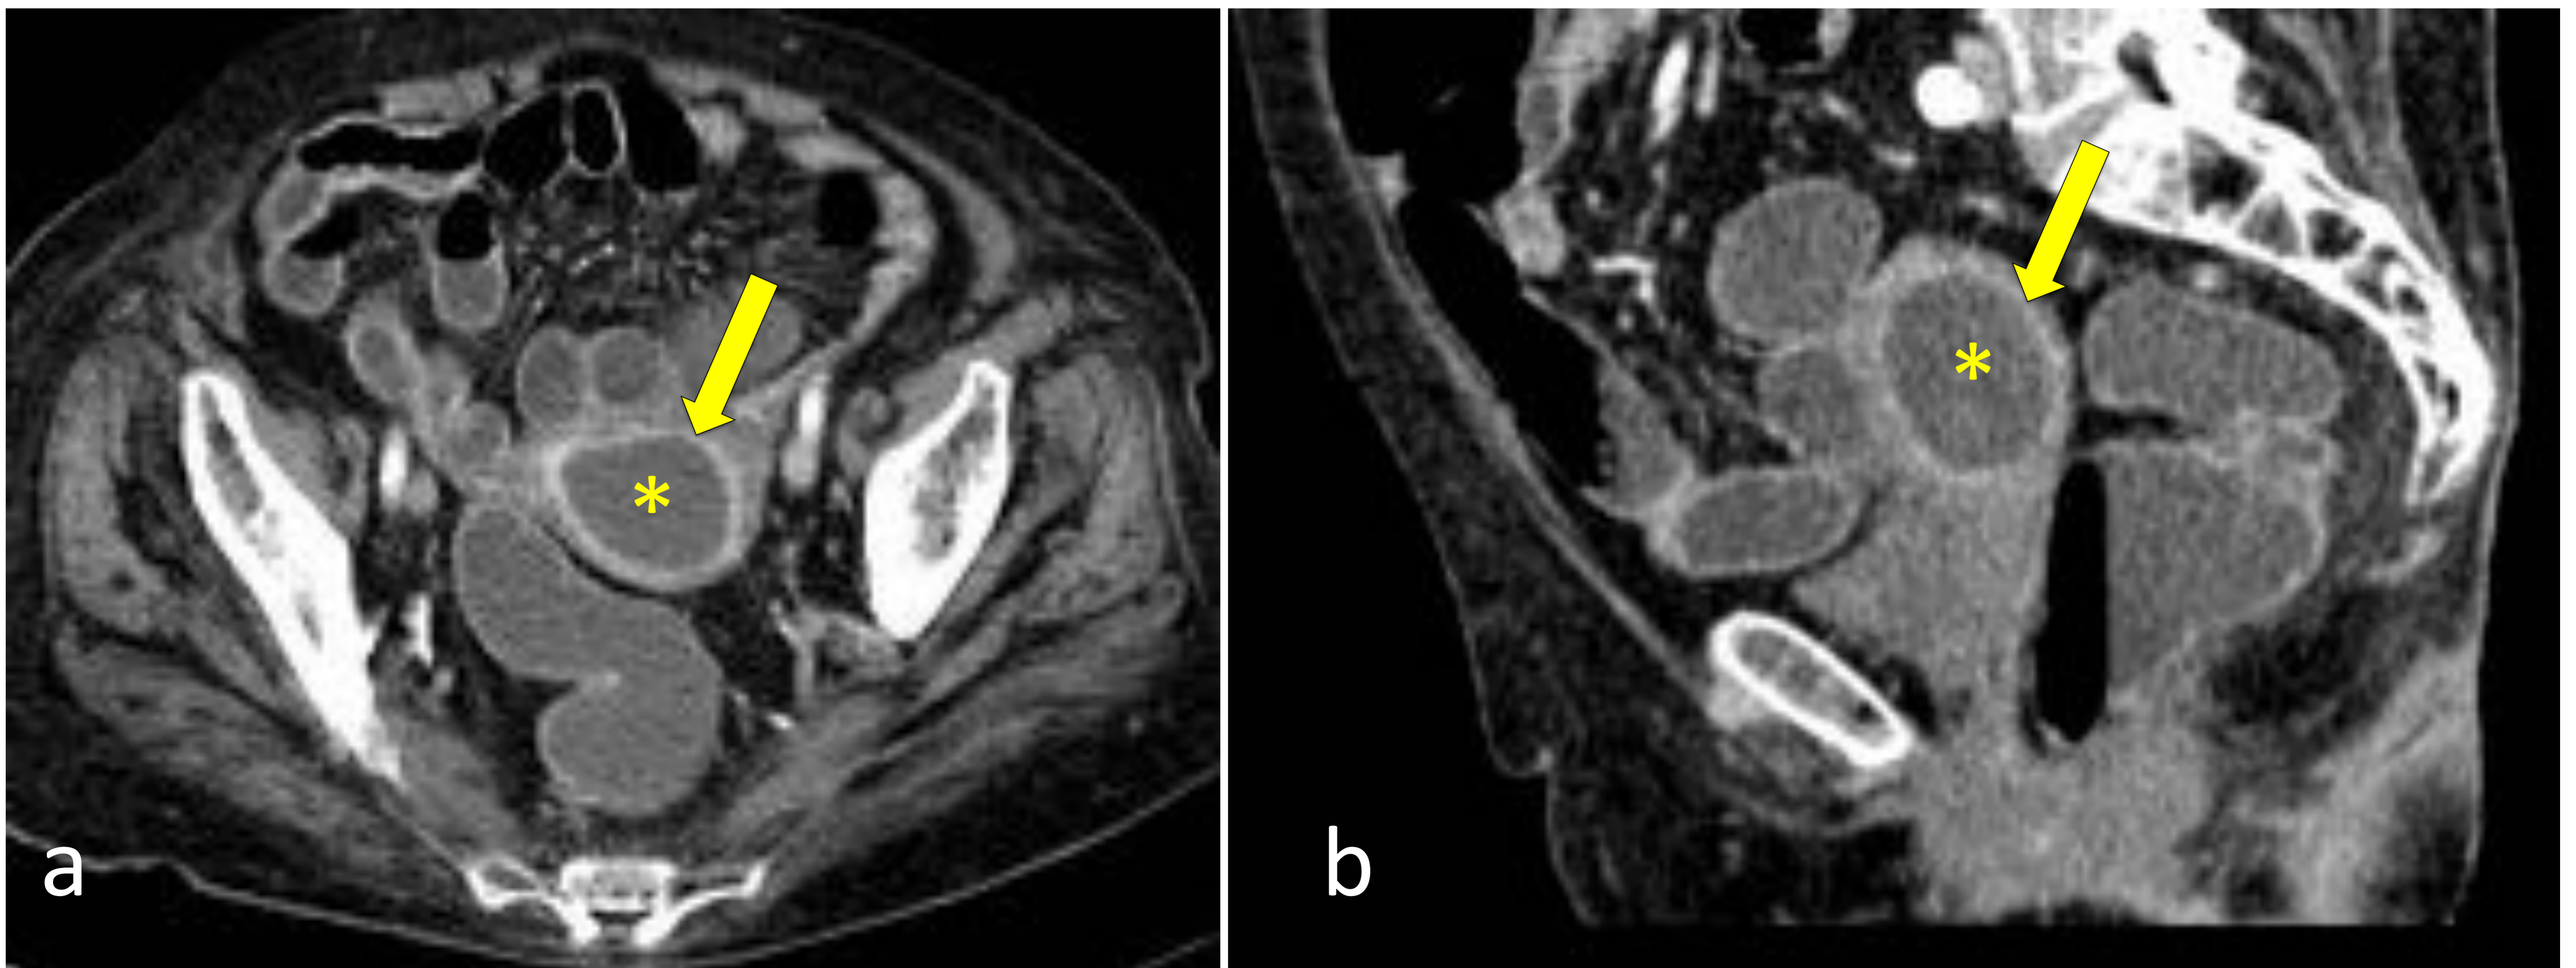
TC con contraste IV, axial (a) y reconstrucción sagital (b).
